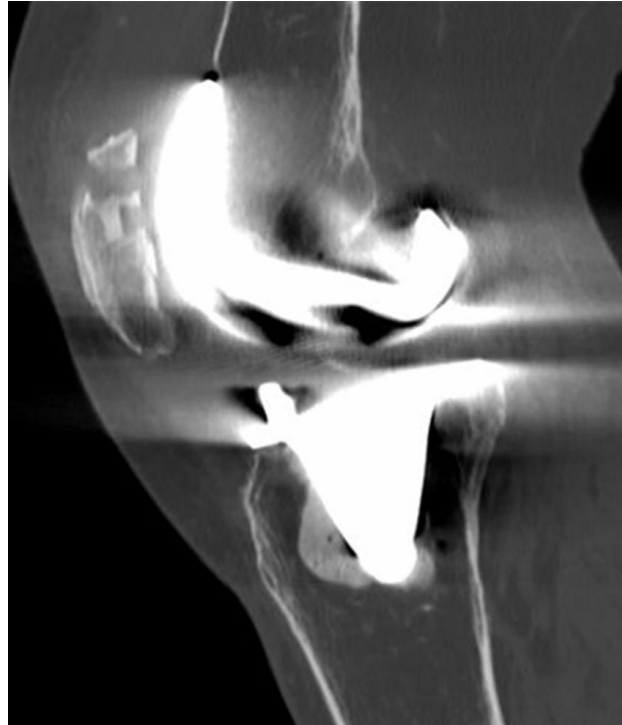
TDM en reconstruction sagittale. Fracture transversale de la patella passant par le plot d'ancrage : type 2 b.
